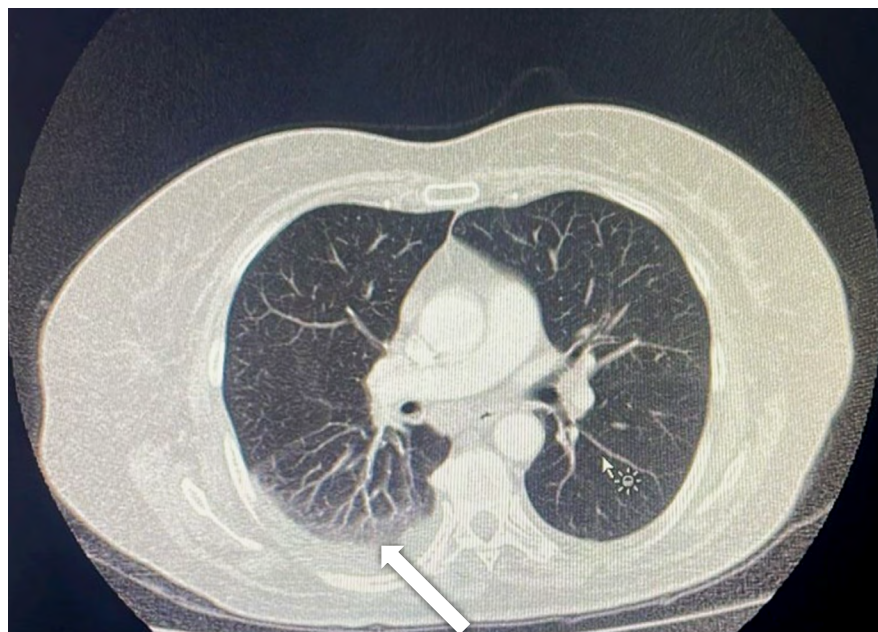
Tomografía axial computarizada (TAC) de tórax
